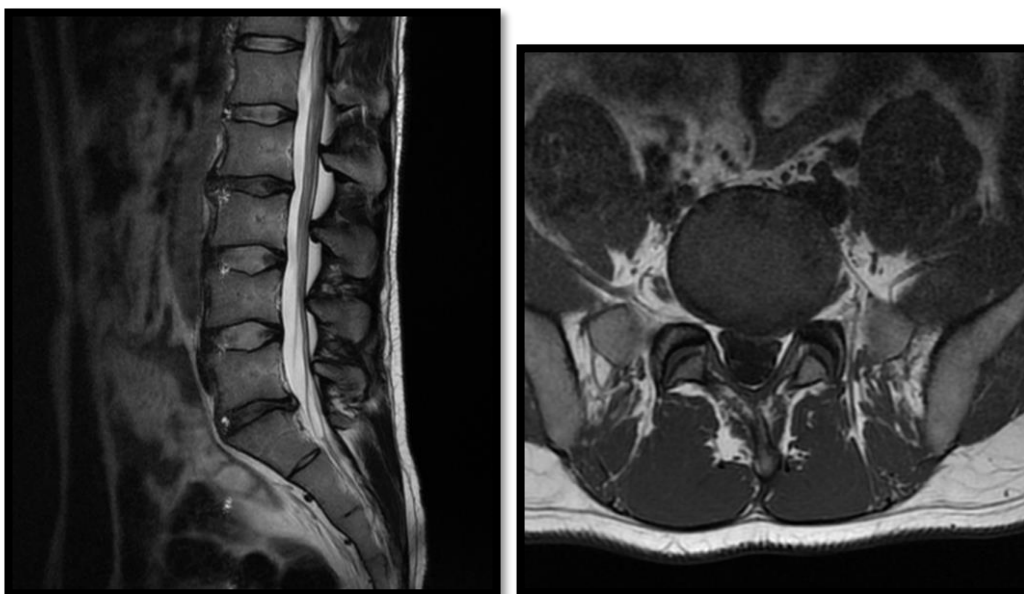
Imagen de RMN de paciente con HDPL izquierda L5-S1 (Imagen de paciente anónimo del CHUA).
